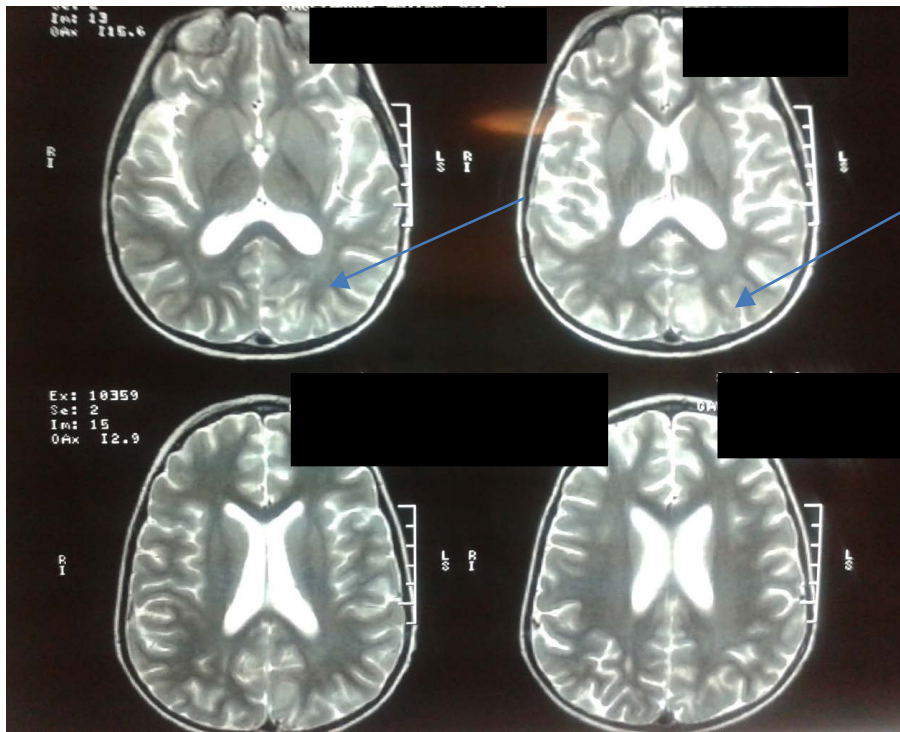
Resonancia magnética de cerebro, cortes axiales, secuencias T2. Señal hiperintensa a nivel subcortical occipital en paciente con leucoencefalopatía posterior reversible.
